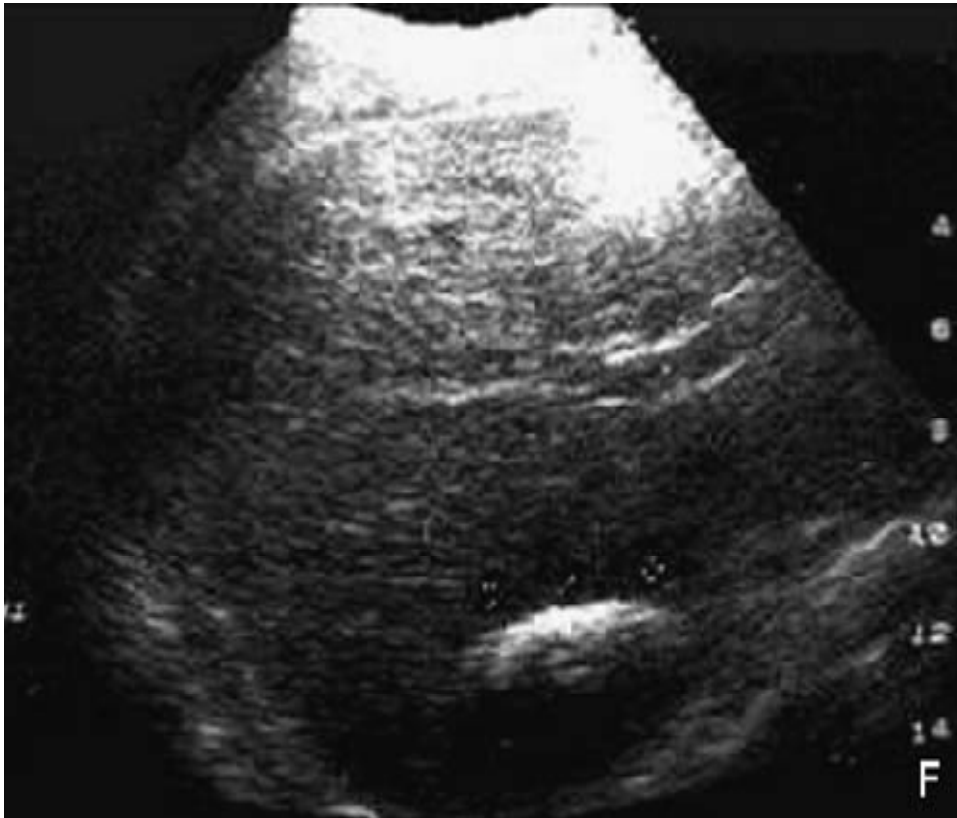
aspect échographique d'un KH type V.
